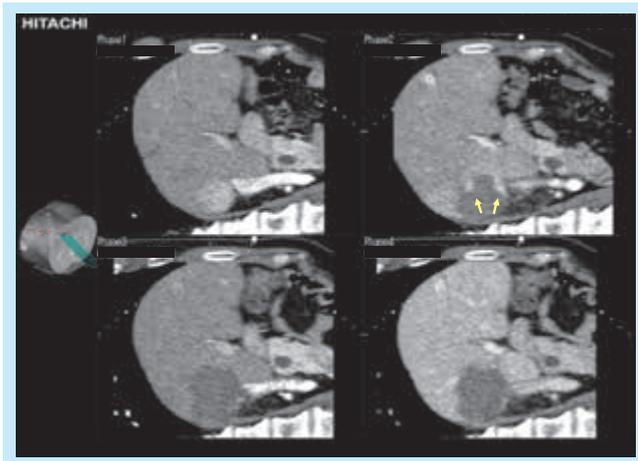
S7の下大静脈静脈近傍の肝細胞癌 (Multi-window Real-time Virtual Sonography)¹⁰⁾
